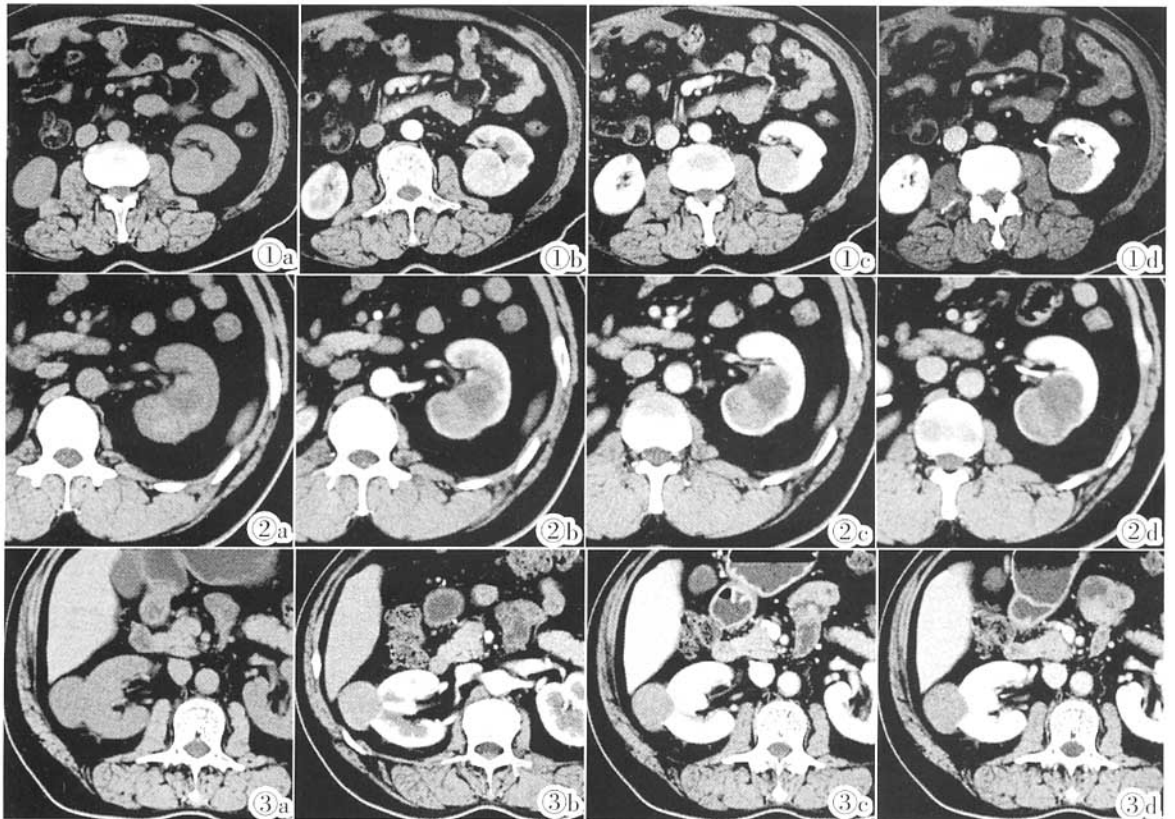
左肾透明细胞癌。平扫(图 1a)、皮髓质期(图 1b)、肾实质期(图 1c)、排泄期(图 1d)肿瘤 CT 值分别为 41HU、118HU、91HU、78HU, 不均匀强化。图 2 左肾乳头状癌。平扫(图 2a)及增强扫描各期(图 2b~2d)肿瘤 CT 值分别为 43HU、54HU、74HU、58HU, 不均匀强化。图 3 右肾嫌色细胞癌。平扫(图 3a)及增强扫描各期(图 3b~3d)肿瘤 CT 值分别为 35HU、72HU、64HU、52HU, 均匀强化。
